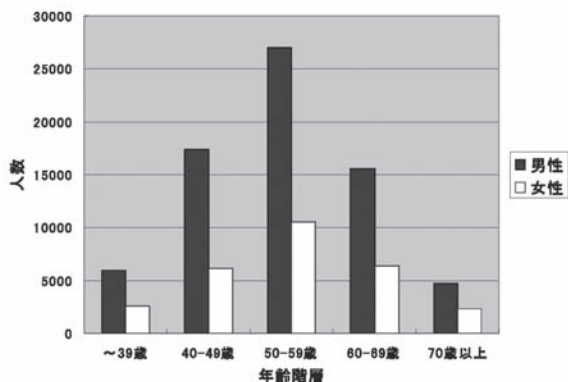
年齢階層別 CT 肺癌検診受診者分布（1年集計群）
